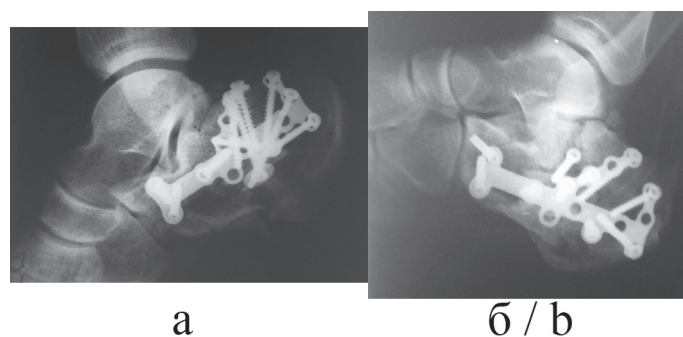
Боковая рентгенограмма правой (а) и левой (б) стоп больного К., 34 года, после операции: восстановлены правильные рентгенометрические параметры обеих пяточных костей; область импрессионного дефекта выполнена трикортикально-губчатым аутотрансплантатом из гребня крыла подвздошной кости.
